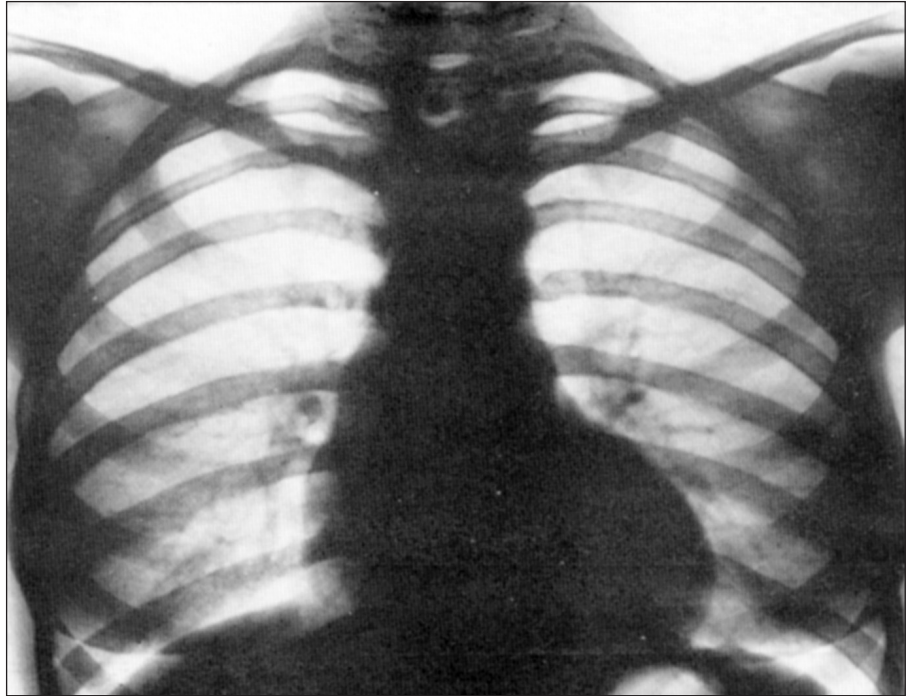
Рентгенограмма ребенка при коарктации аорты
